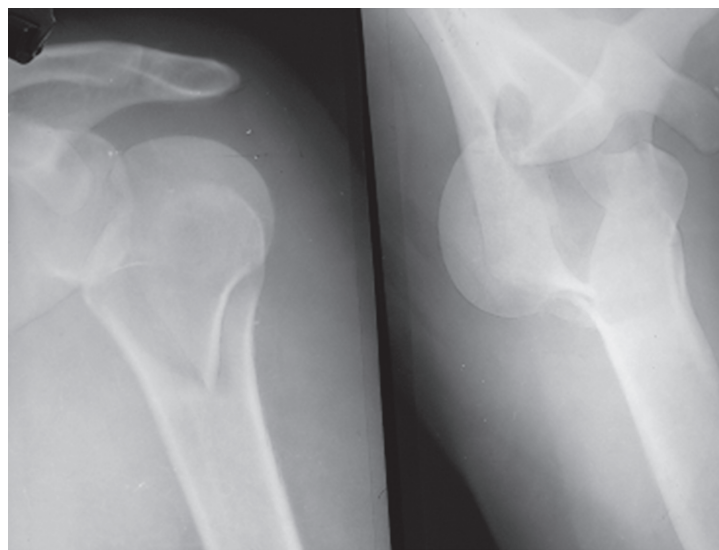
Скиаграммы с рентгенограмм плечевого сустава больной Ш., 41 год, с задним компрессионно-оскольчатым переломо-вывихом левого плеча. Условные обозначения: А – прямая проекция; Б – в эполетной укладке
